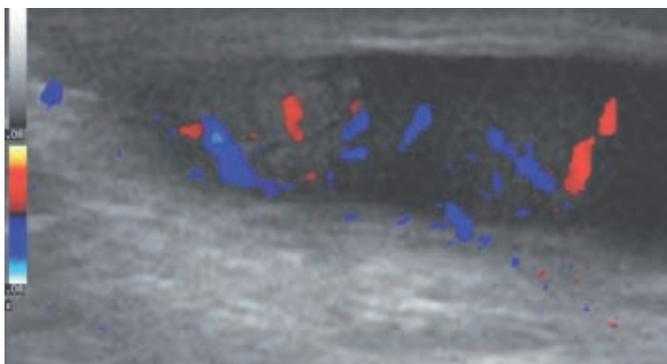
Celulitis y orquitis en un lactante de 18 meses. La ecografía con Doppler color muestra el testículo derecho con aumento de la vascularización testicular.
